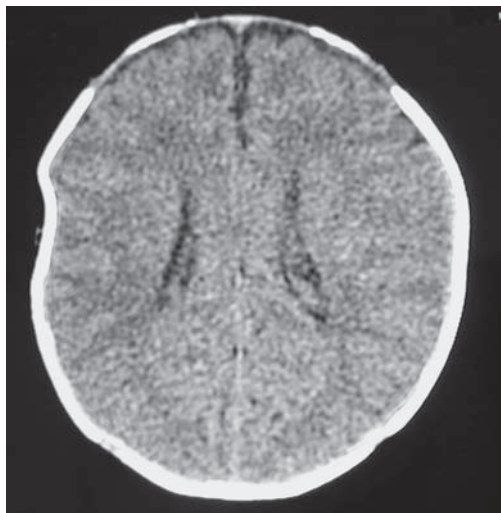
TC craneal del paciente.
